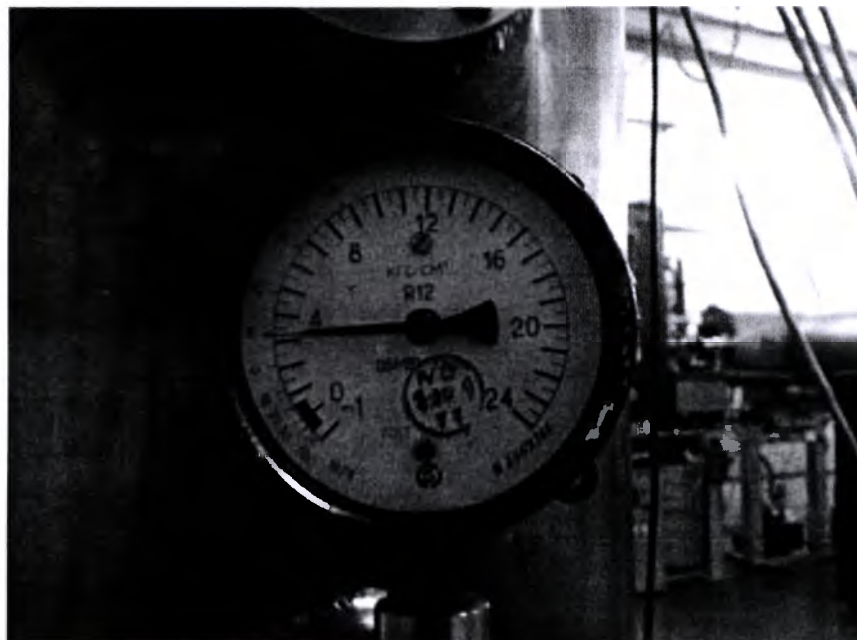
Манометр на баке рентгеновской трубки
